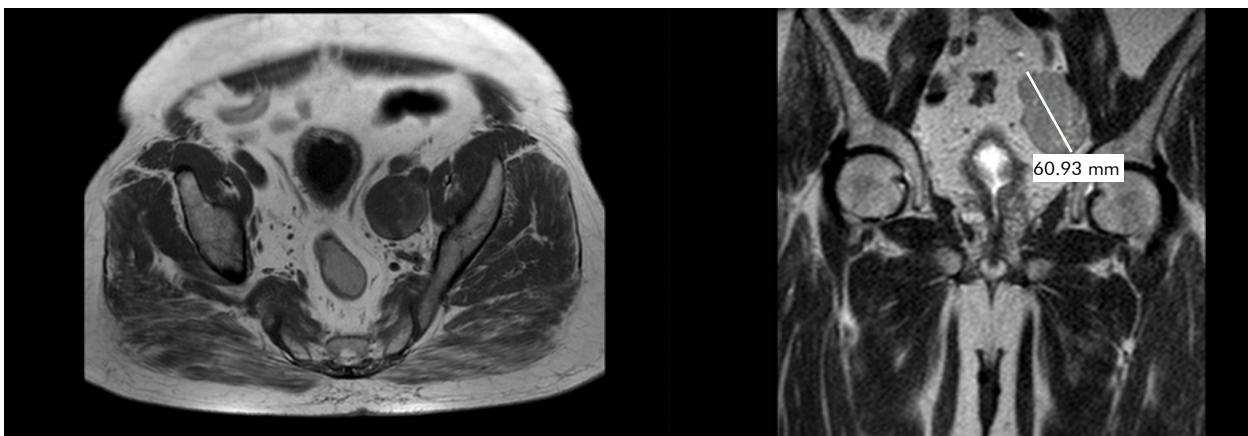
Imagen con cortes axial y coronal de RM (Resonancia Magnética) donde se observa una adenopatía a nivel de cadena ilíaca izquierda.
